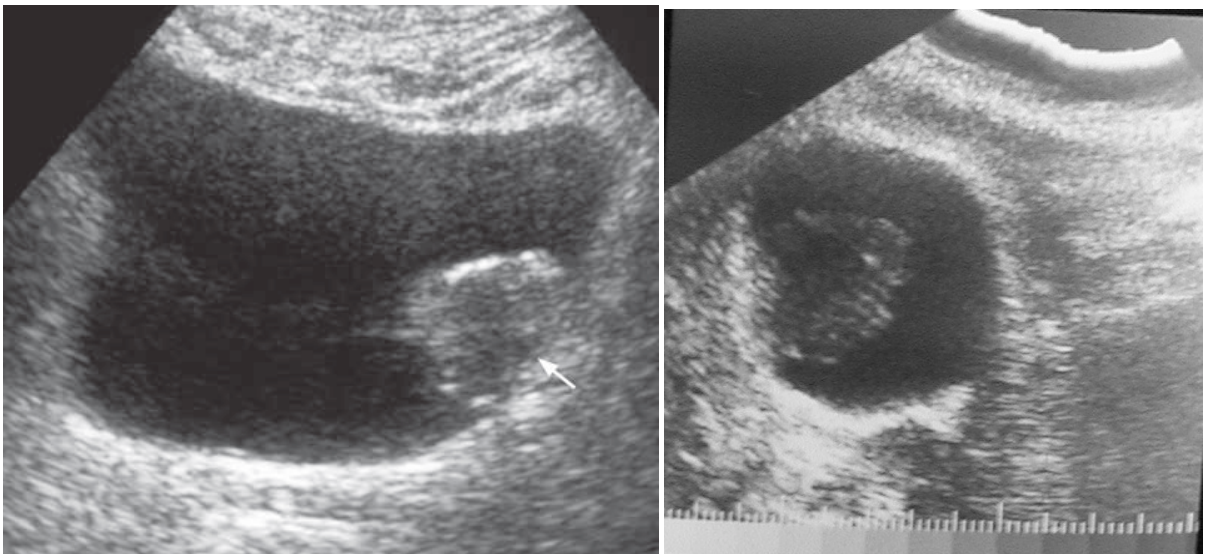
Ultrasonidos vesicales muestra nódulo de tejido blando (flecha blanca) en la pared posterolateral izquierda, indicativo de tumor vesical.¹⁴
